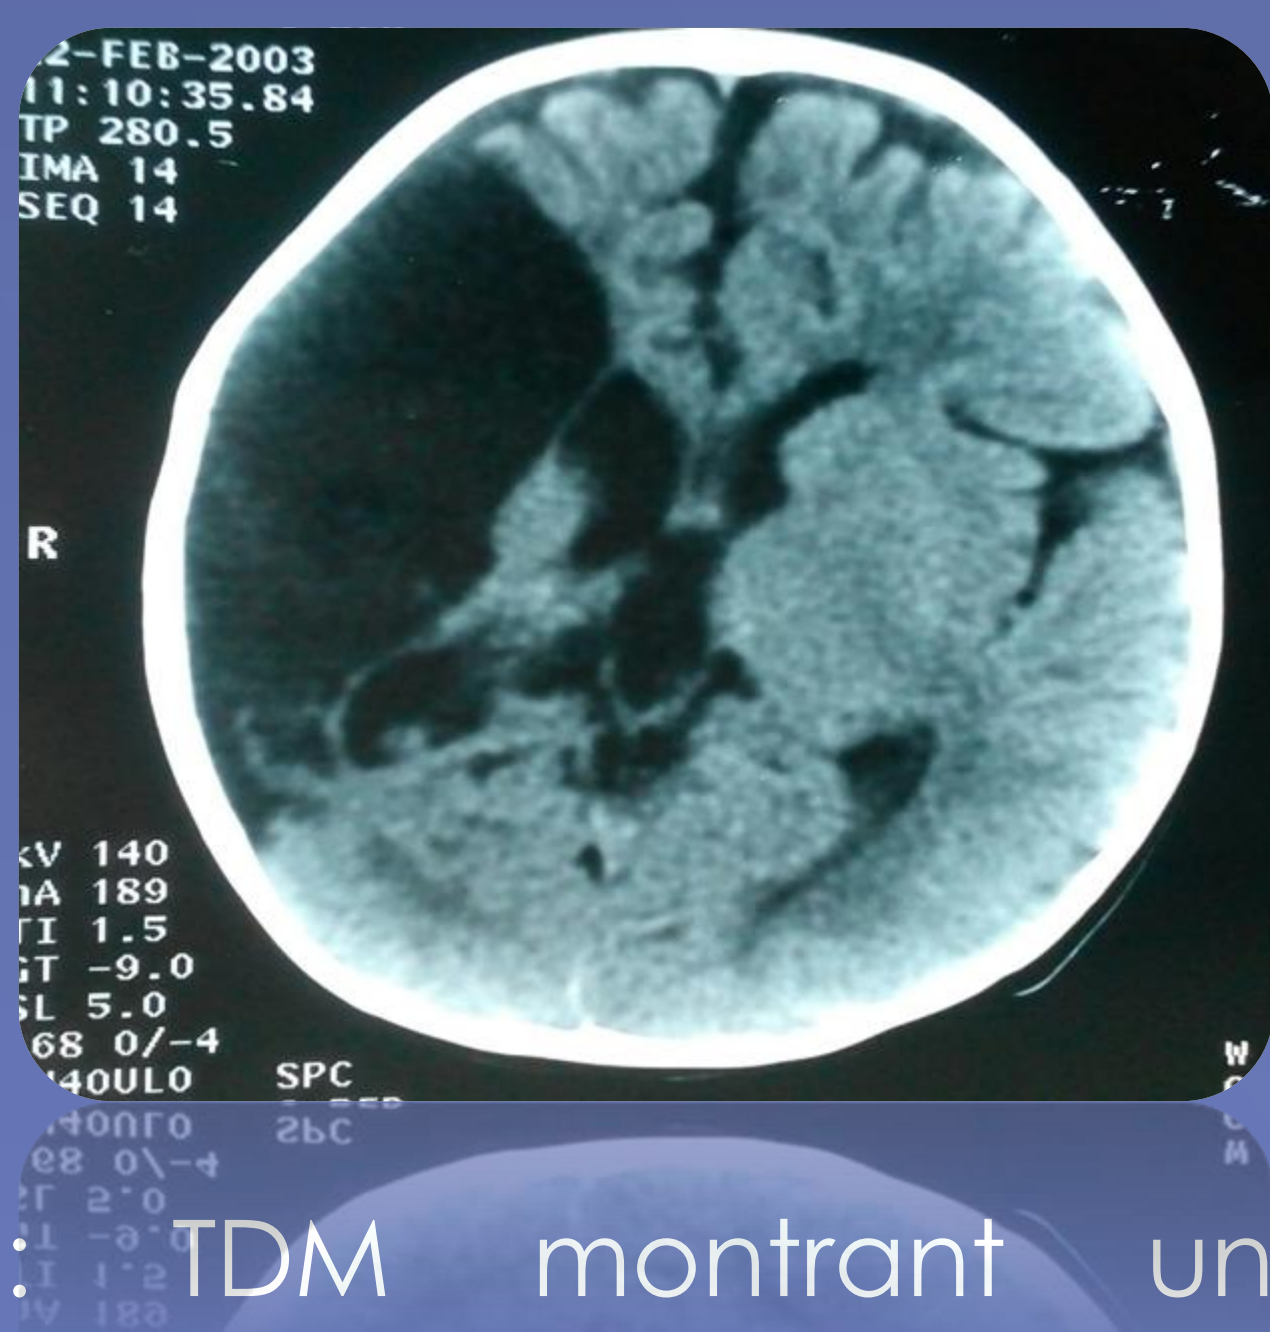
TDM montrant une porencephalie temporopariétale droite
